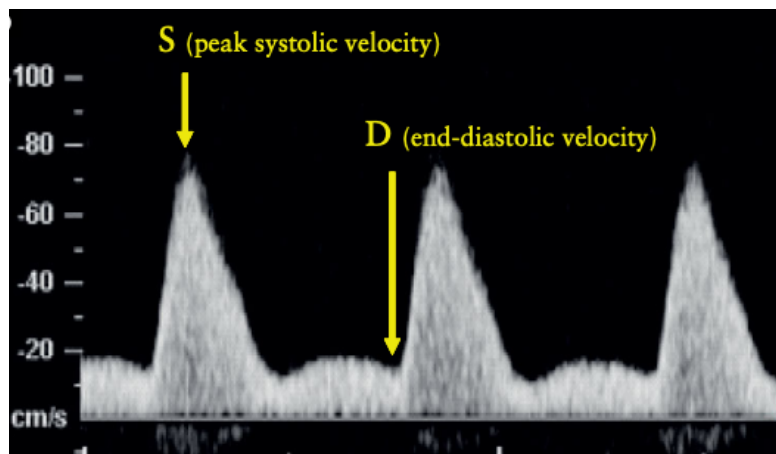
Drei Messzyklen des gepulsten Doppler der A. uterina sind aufgezeichnet. Der Pulsatilitätsindex (PI) errechnet sich durch die Differenz der systolischen Maximalgeschwindigkeit (S) und der minimalen diastolischen Flussgeschwindigkeit (D), dividiert durch die mittlere Flussgeschwindigkeit (Vm). $PI = (S-D)/V_m$ Quelle: nach Khalil and Nicolaides, 2013¹⁰²
